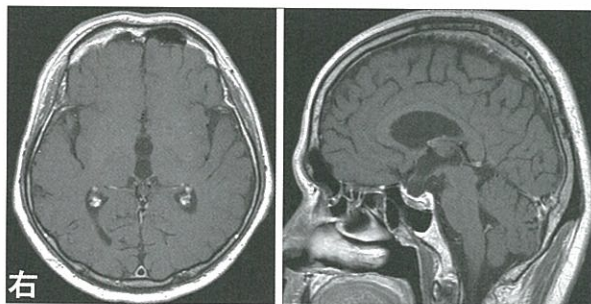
術後MRI画像 (T1造影) (術後3カ月目)。腫瘍の残存、再発は認めない。
